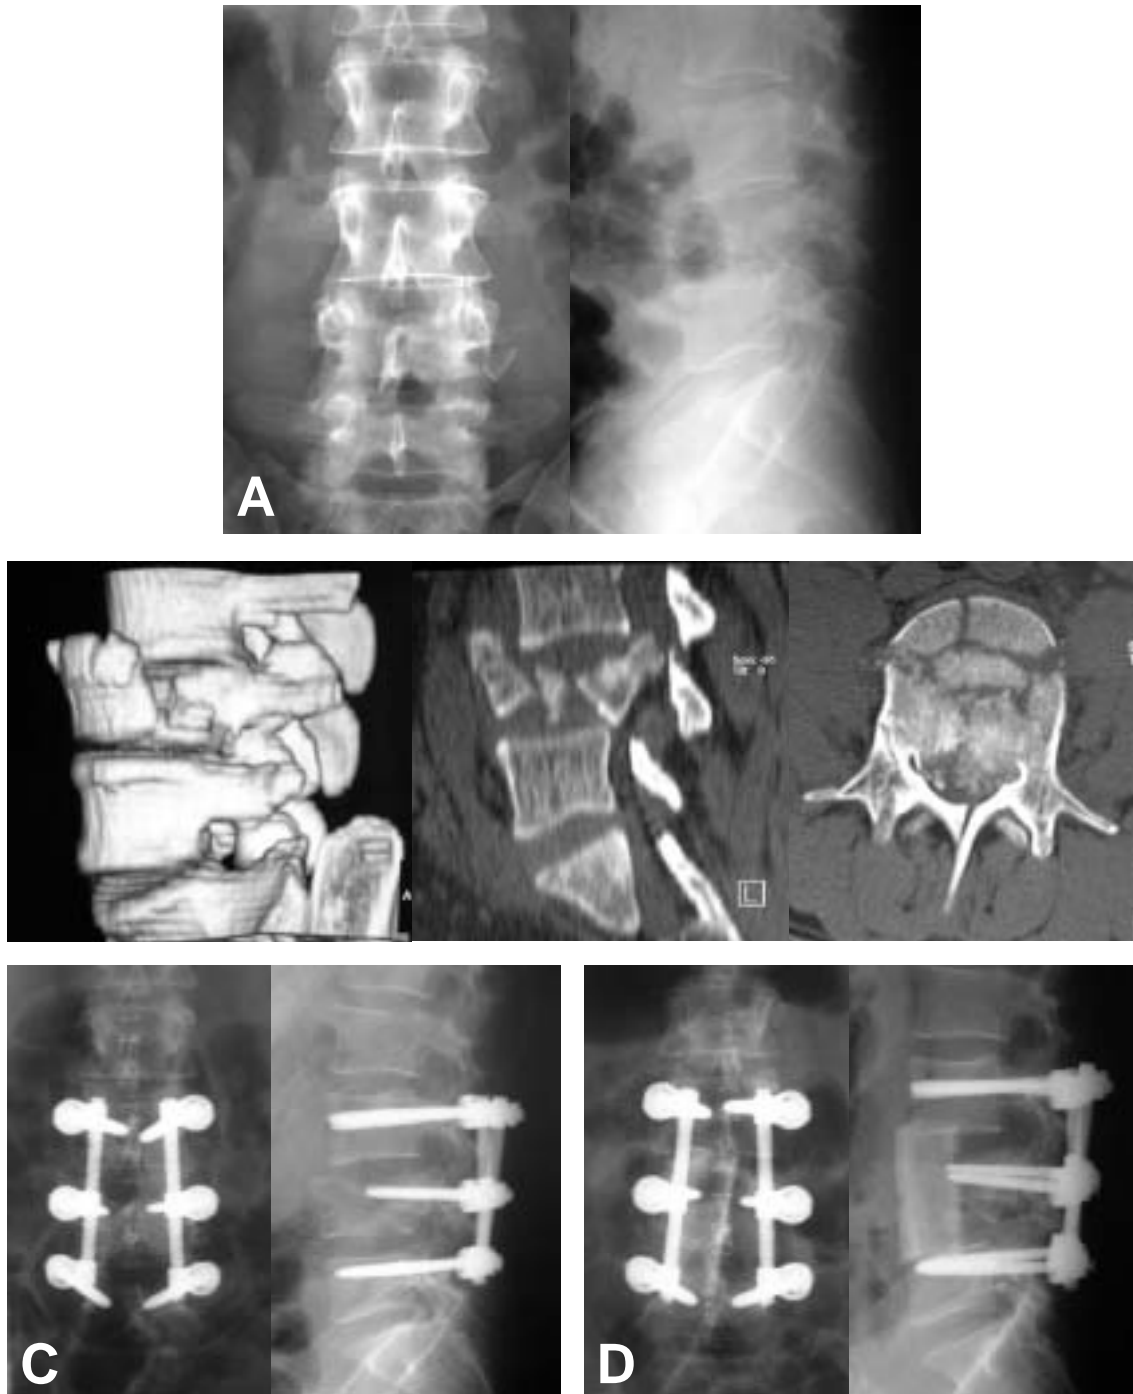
Exemple d'al-loempelt utilitzat en fractures vertebrals. Es tracta d'un pacient mascle de 44 anys amb una fractura - esclat de L4 degut a precipitació per intent d'autòlisi. A: imatge radiològica inicial front i perfil. B: TAC inicial on podem veure la gran comminació del cos de L4 i la lesió en "split". Es va decidir tractament per abordatge combinat en dos temps. C: Control radiològic un cop realitzat el temps posterior amb la instrumentació transpedicular. D: control radiològic un cop realitzat el temps anterior i amb un al-loempelt estructural de fèmur intersomàtic.
